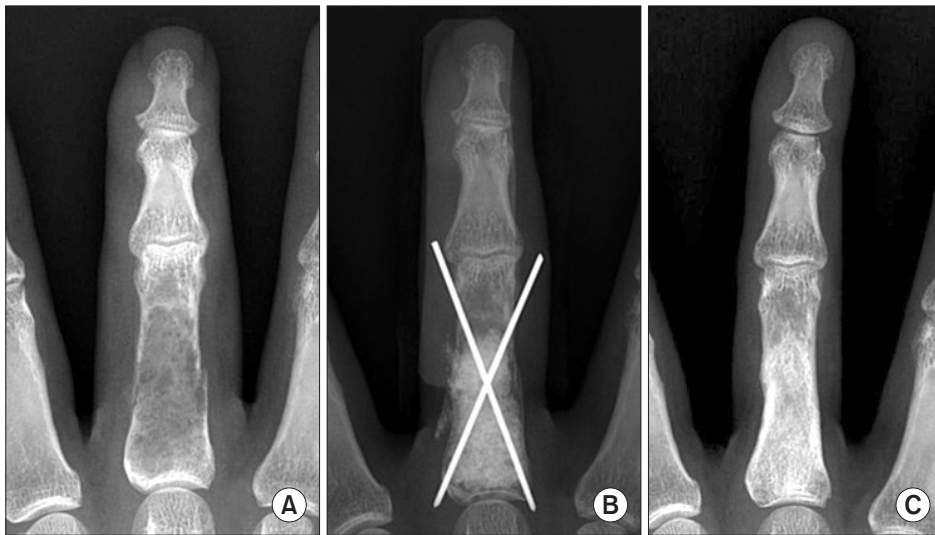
(A) Preoperative radiograph in a 21-year-old female shows a lytic lesion and intralesional calcification in association with a pathologic fracture involving 3/4 of the proximal phalanx of the middle finger. (B) Immediate postoperative radiograph shows a lesion filled with synthetic bone material (calcium phosphate) and fixed with K-wires. (C) A radiograph at 14 months after surgery shows no defect with normal cortex (group 1).
